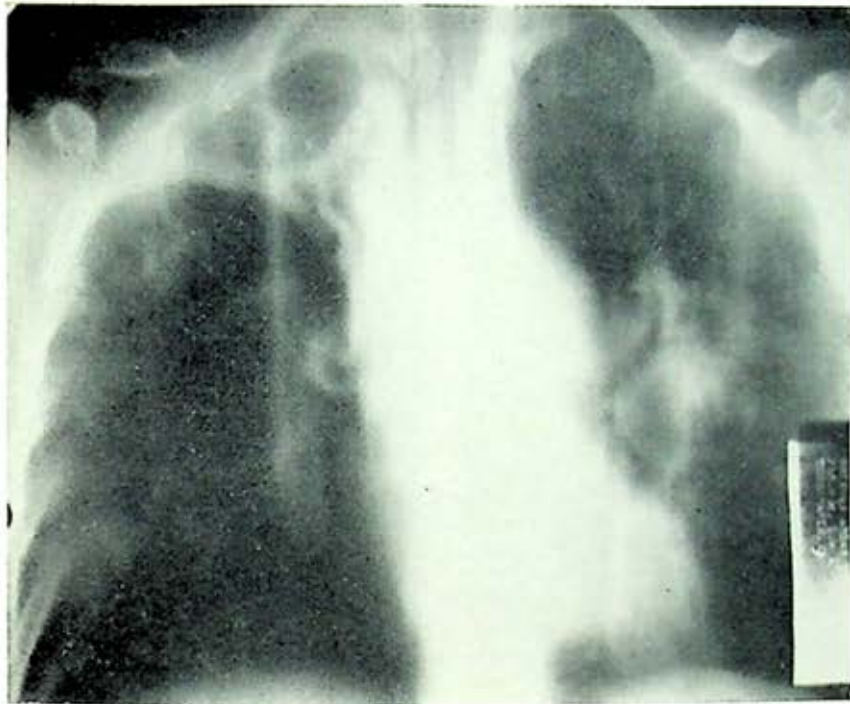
Caso 2.—Tomografía a 9 cm. que muestra la gran caverna derecha con su bronquio de drenaje; la izquierda empieza a verse en la zona parahiliar.
